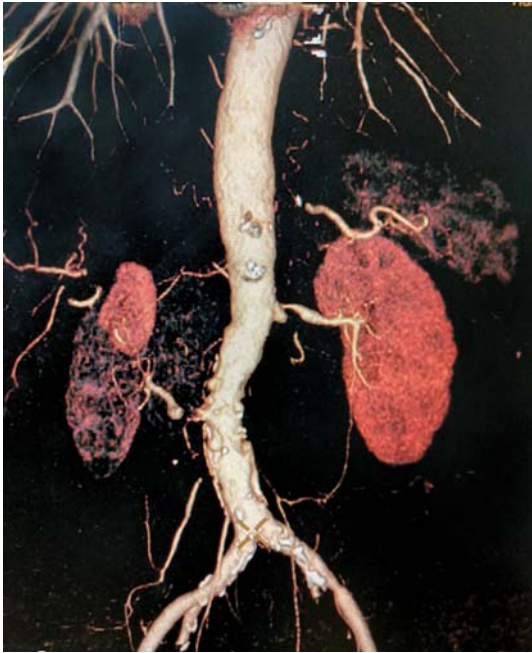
Multi-layer spiral CT angiography of the renal arteries.
